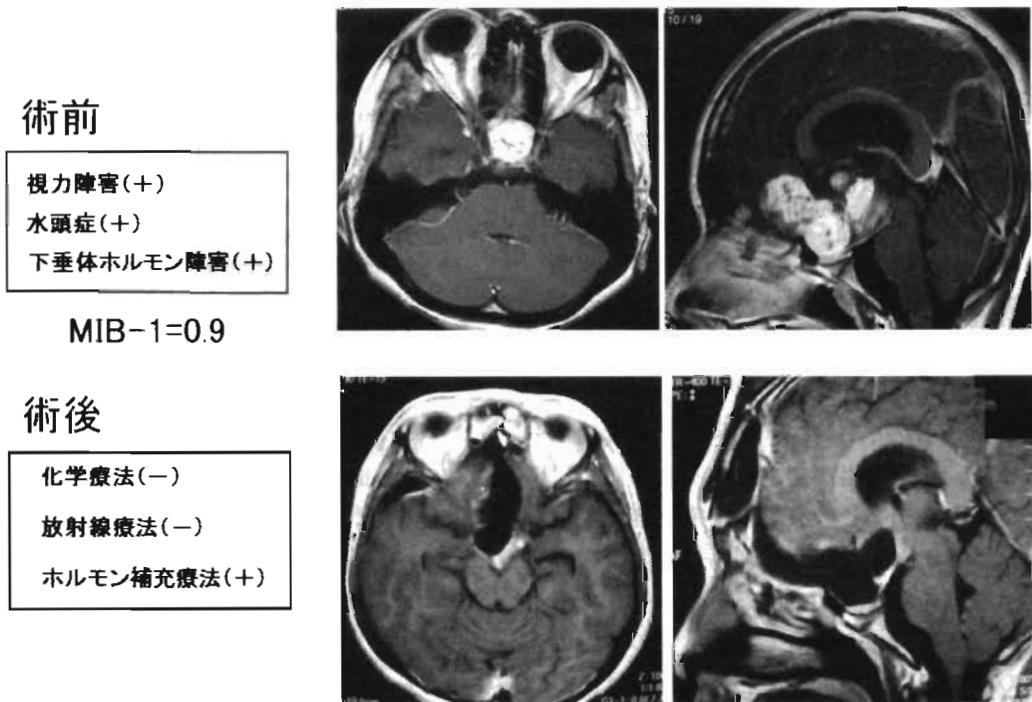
視床下部グリオーマ AIH 術前・術後 MRI 所見および臨床経過
